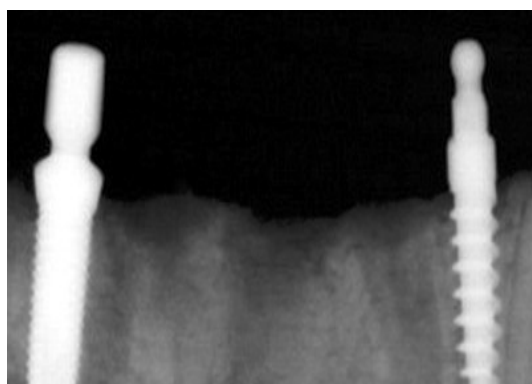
Periapical radiography after 4 weeks
